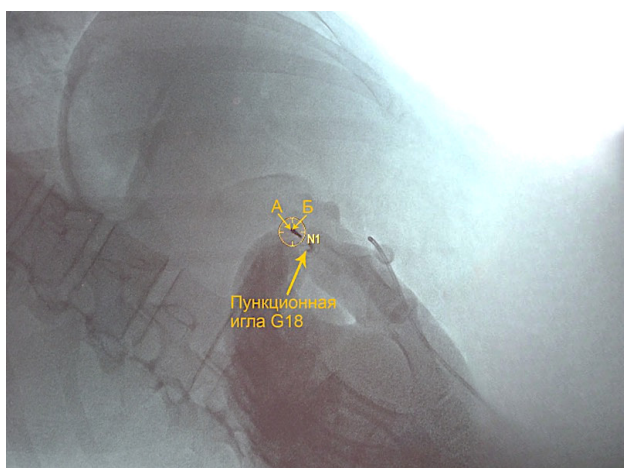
Цифровая рентгенограмма: совмещение проекций металлического стержня пункционной иглы и канюли в центре мишени при автоматическом позиционировании С-дуги
